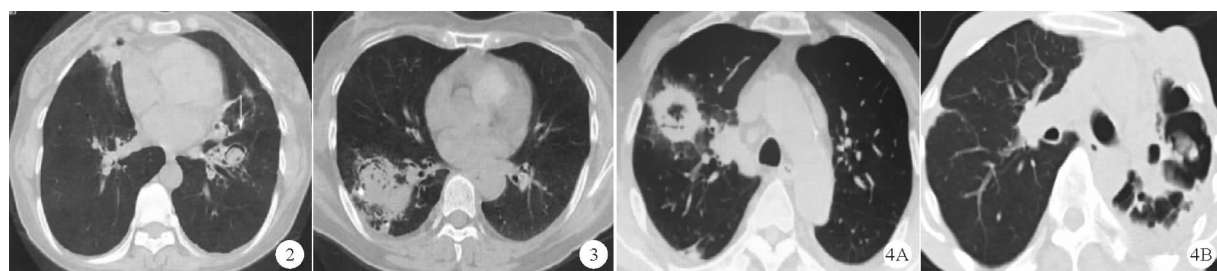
曲霉菌球影像学表现(胸部 CT 示“空气新月征”) 图 3 非典型曲霉菌球影像学表现(胸部 CT 示菌块在腔内逐渐增大并有新生成的侧支引流支气管) 图 4 CCPA 影像学表现(A: 患者为慢性淋巴细胞白血病, 胸部 CT 示右上叶空洞结节; B: 患者为强直性脊柱炎合并黄曲霉感染, 胸部 CT 示左上肺空洞性病变, 腔内可见曲菌球)
